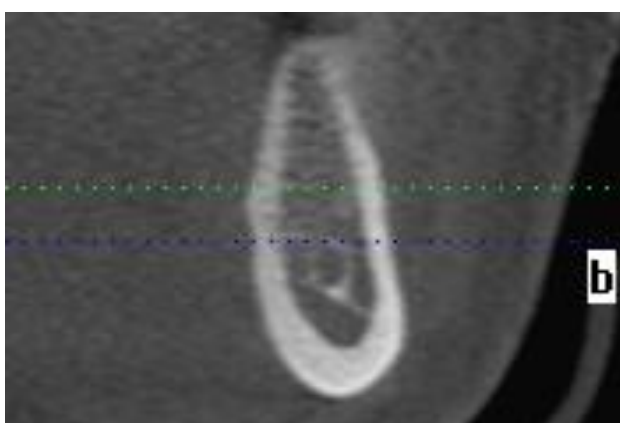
Corte mandibular de uma tomografia computadorizada utilizada neste trabalho antes do forame mentoniano, observa-se canal único do lado esquerdo.
